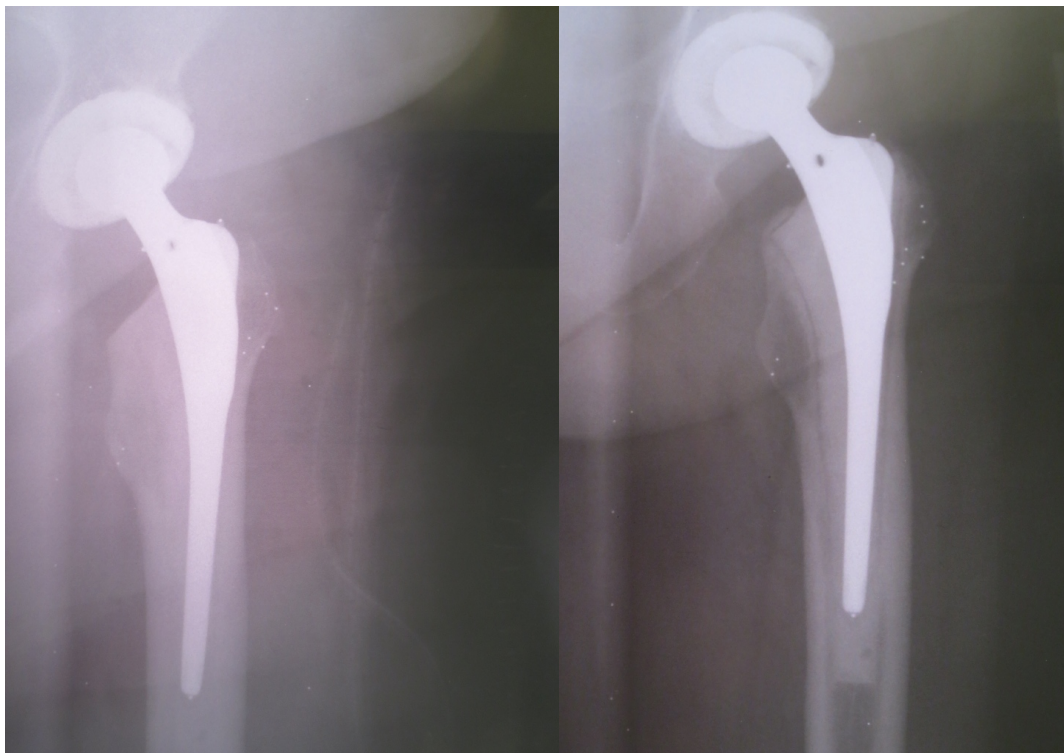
RSA-Röntgenaufnahmen (Fokus 1) der Pat. mit ID 19, Gruppe Silikatisiert: unmittelbar postoperativ (links) und nach 2 Jahren (rechts)
